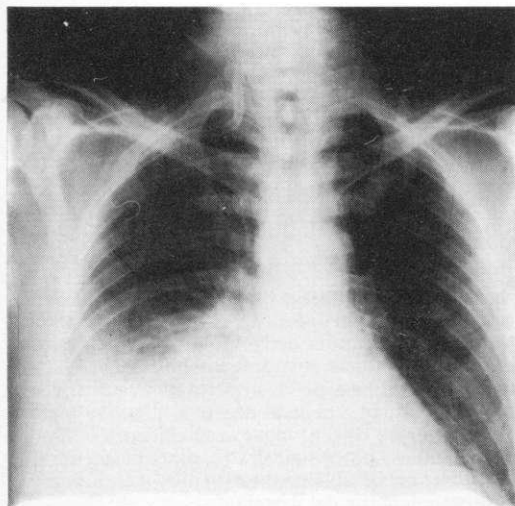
G.P. a. 59 - Radiografia del torace: controllo eseguito 24 ore dopo la radiografia precedente. La protesi è scomparsa dall'albero bronchiale.
